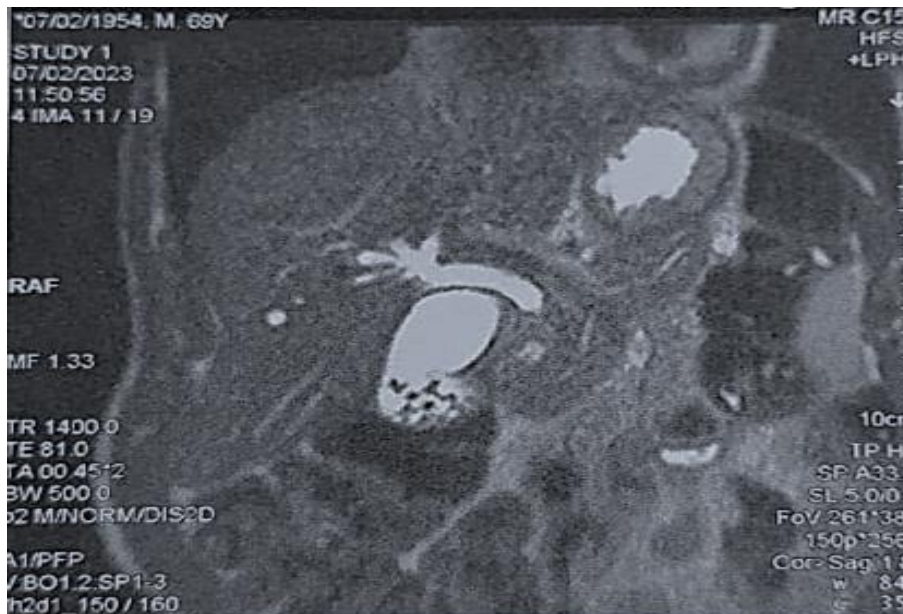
Une Bili-IRM objectivant une vésicule biliaire multi-lithiasique avec dilatation de la VBP et des VBH sans obstacle décelable
